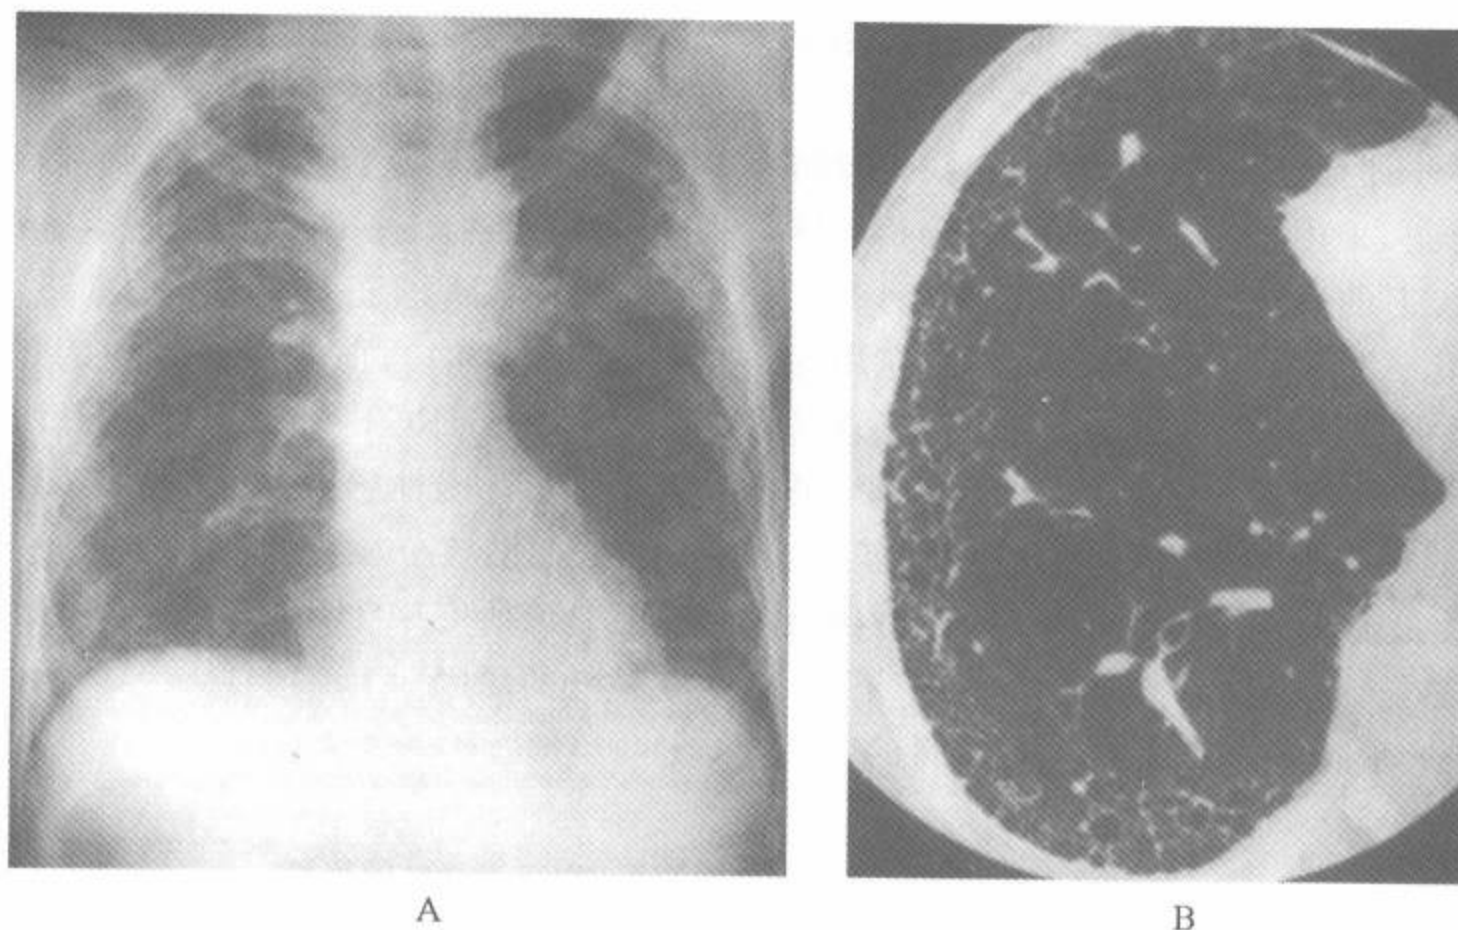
特发性肺纤维化中 HRCT 与胸片的对比
